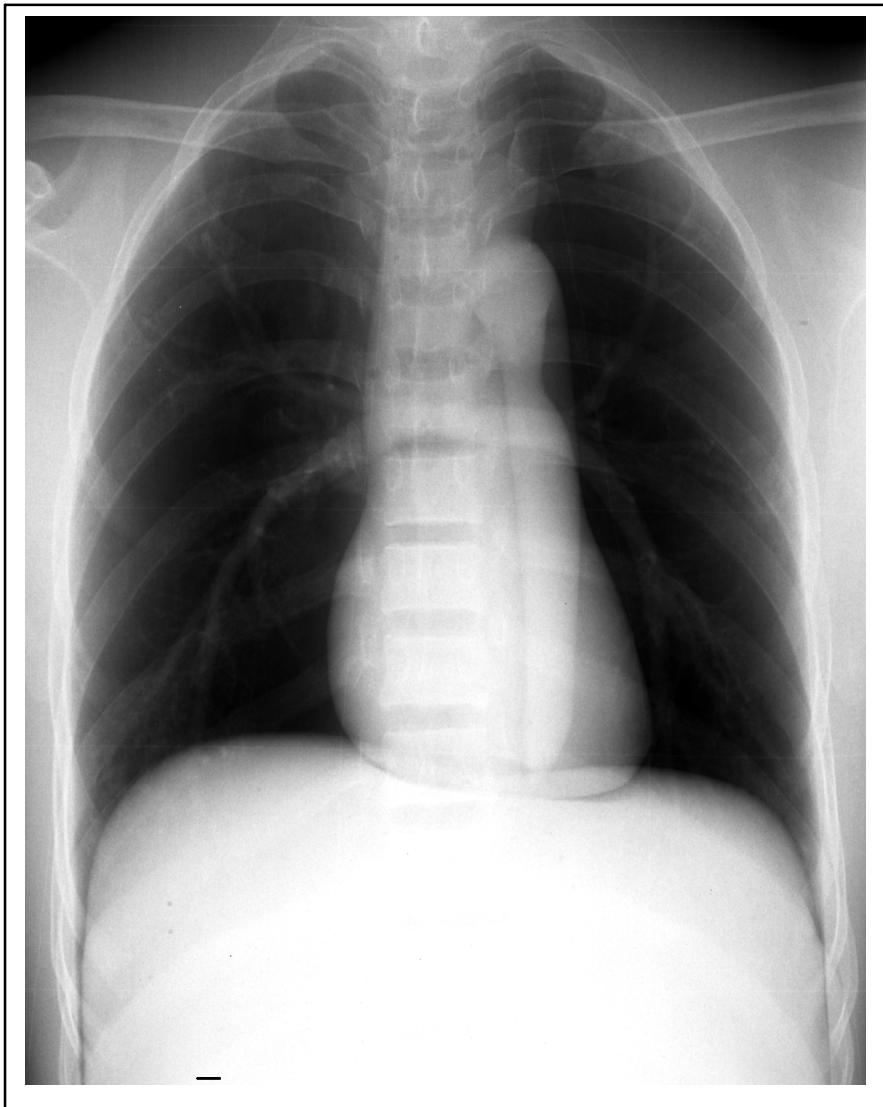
Röntgenbild des anthropomorphen Thoraxphantom (1,0 mAs, 121,0 kV) ohne überlagerte Lungenparenchymveränderungen
